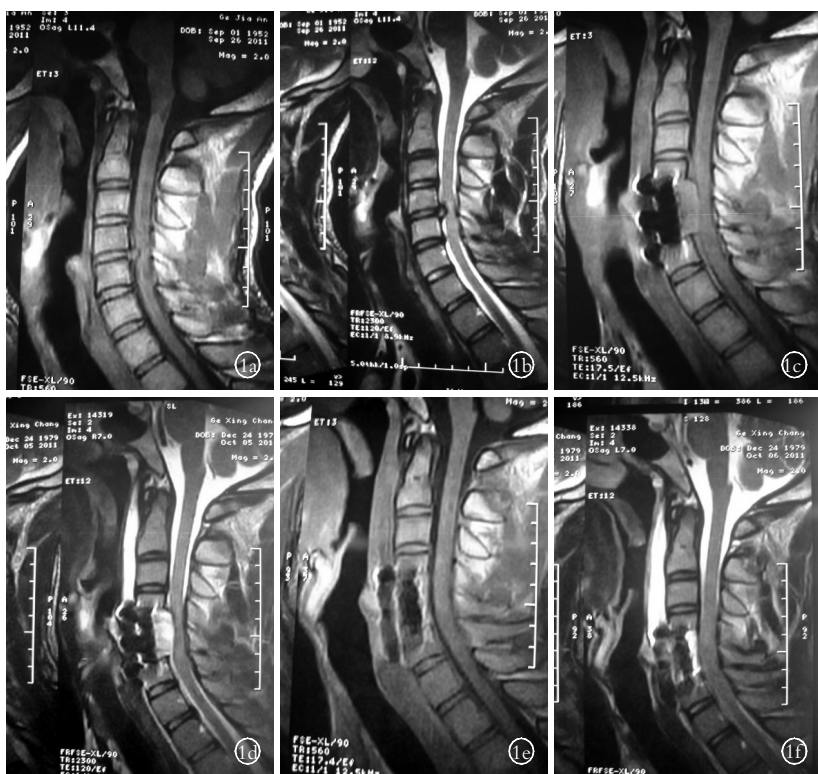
男性患者, 33 岁, 术后硬膜外血肿形成 1a, 1b. 术前 MRI 示 C_{4,5} 椎间盘突出伴相应节段脊髓受压变性 1c, 1d. MRI 示 C₅ 椎体对应椎管内血肿形成, 脊髓受压明显 1e, 1f. MRI 示血肿已被清除, 硬脊膜膨胀, 压迫解除
